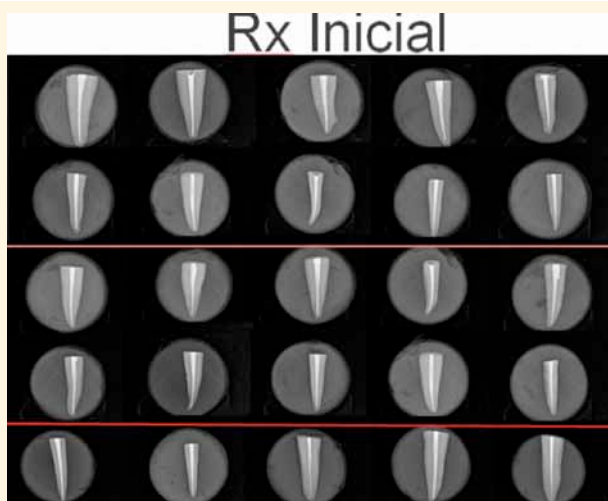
Radiografía Inicial de PTUS R, K3XF G-Pack e Instrumento 25/06
